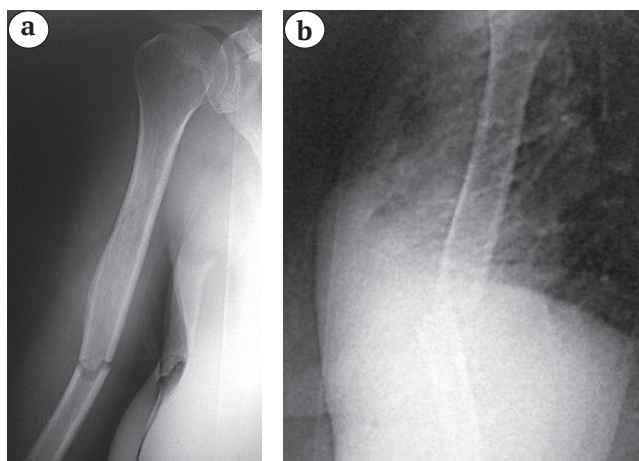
Рентгенограммы пациентки с переломом диафиза плечевой кости в средней трети со смещением отломков при поступлении в стационар:
